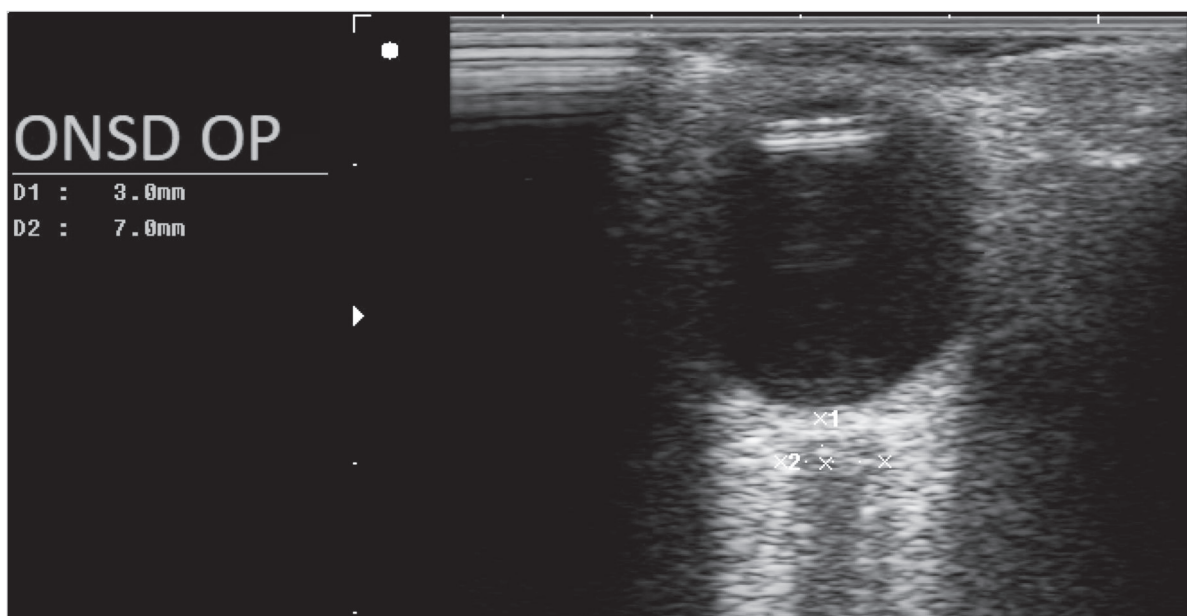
Ultrasound image of the right optic nerve with sheath and its width measured 3 mm below the retina.
